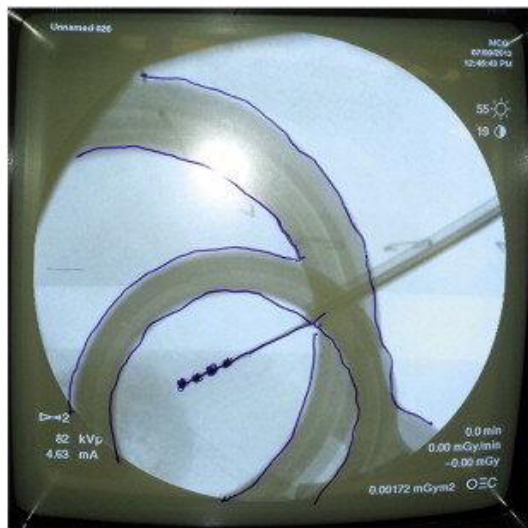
Radiografie laterala prin fluoroscopie pentru aprecierea poziționării electrozului cu marcarea pe ecran a structurilor vizualizate.
